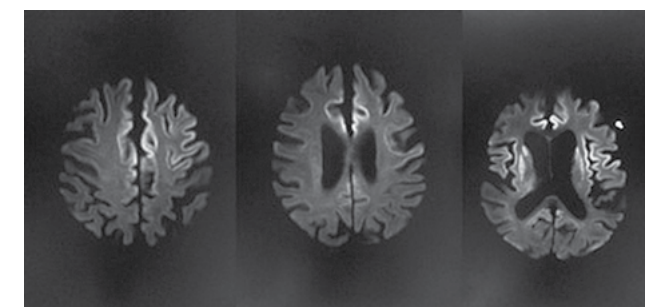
Ressonância magnética do crânio mostrando sinais de restrição à difusão em núcleos da base bilateralmente e córtex cerebral.
